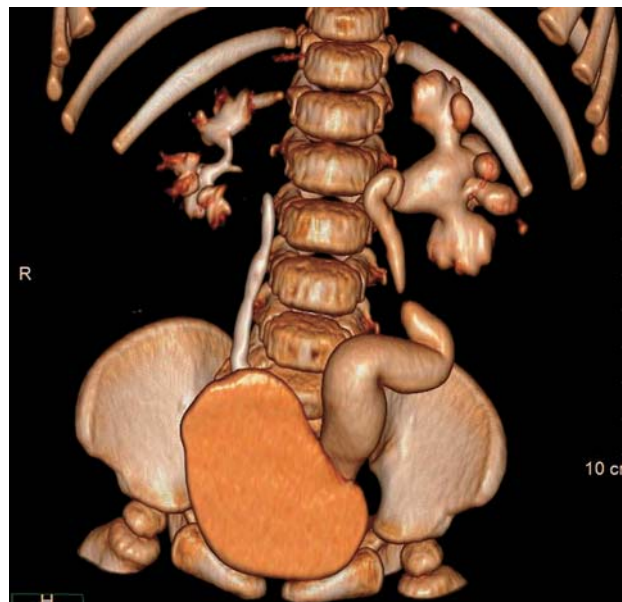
КТ-изображение (3D-реконструкция) через 40 мин после введения контрастного вещества и РФП и смены положения тела на вертикальное. Визуализируется уретерогидронефротическая трансформация слева, а также дилатация нижней трети правого мочеточника.
